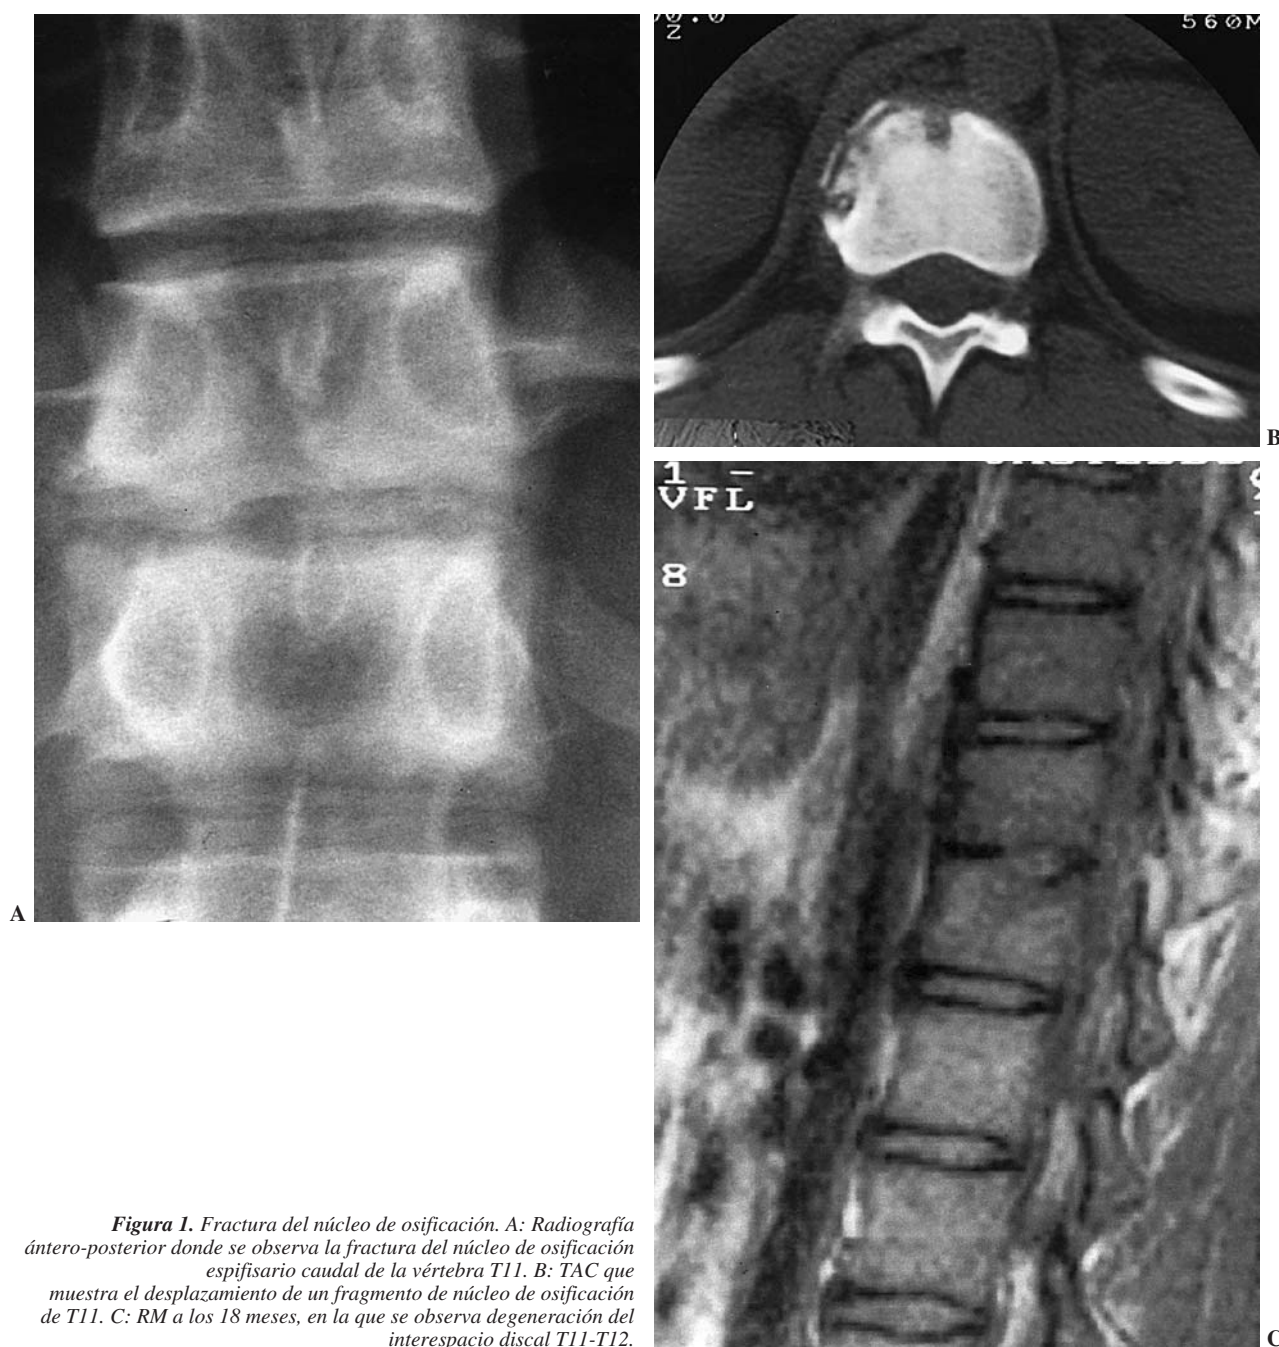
Fractura del núcleo de osificación. A: Radiografía ántero-posterior donde se observa la fractura del núcleo de osificación espifisario caudal de la vértebra T11. B: TAC que muestra el desplazamiento de un fragmento de núcleo de osificación de T11. C: RM a los 18 meses, en la que se observa degeneración del interespacio discal T11-T12.
